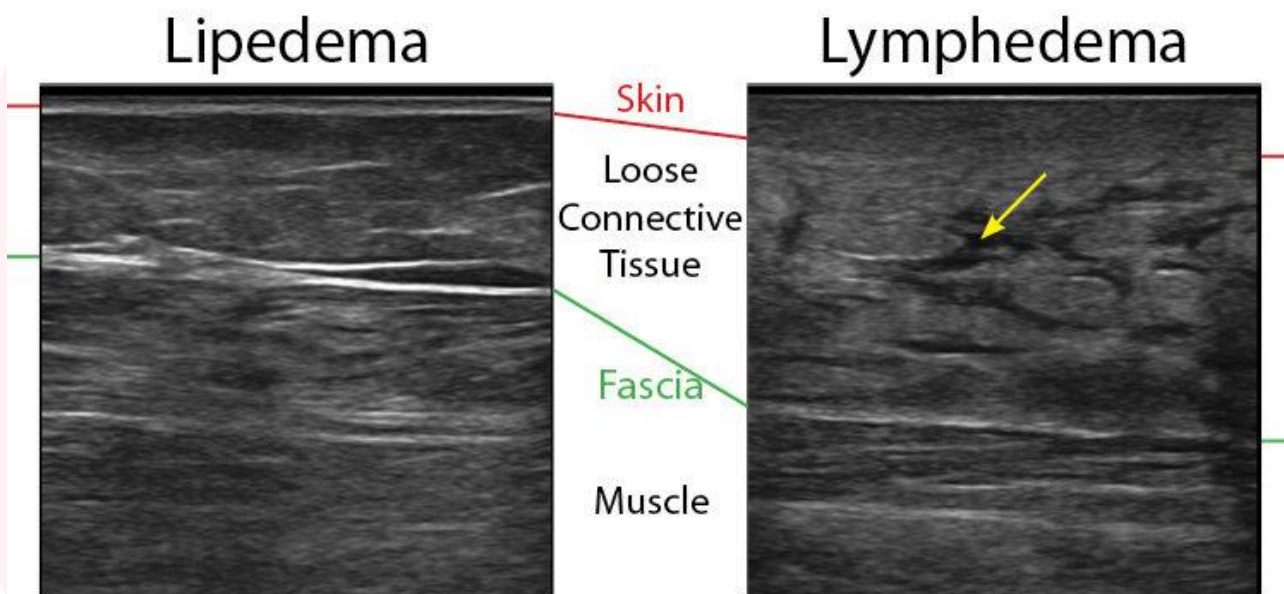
Esami ecografici dei tessuti in donne con lipedema (sinistra) e linfedema (destra). Si noti l'ispessimento della cute (marcatori rossi) e il liquido libero (freccia gialla) nel linfedema rispetto al lipedema.
